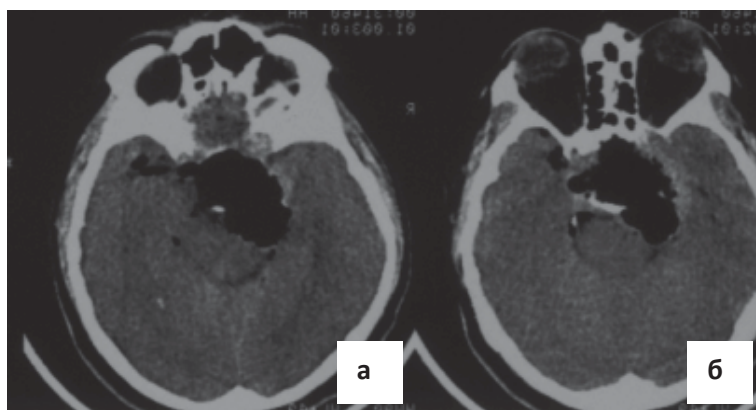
КТ исследование головного мозга пациента И. а, б – на 4-ые сутки после 1-ой операции не выявляет явных остатков опухоли, однако сохраняется уровень ПРЛ более 10000 мЕд/л.
